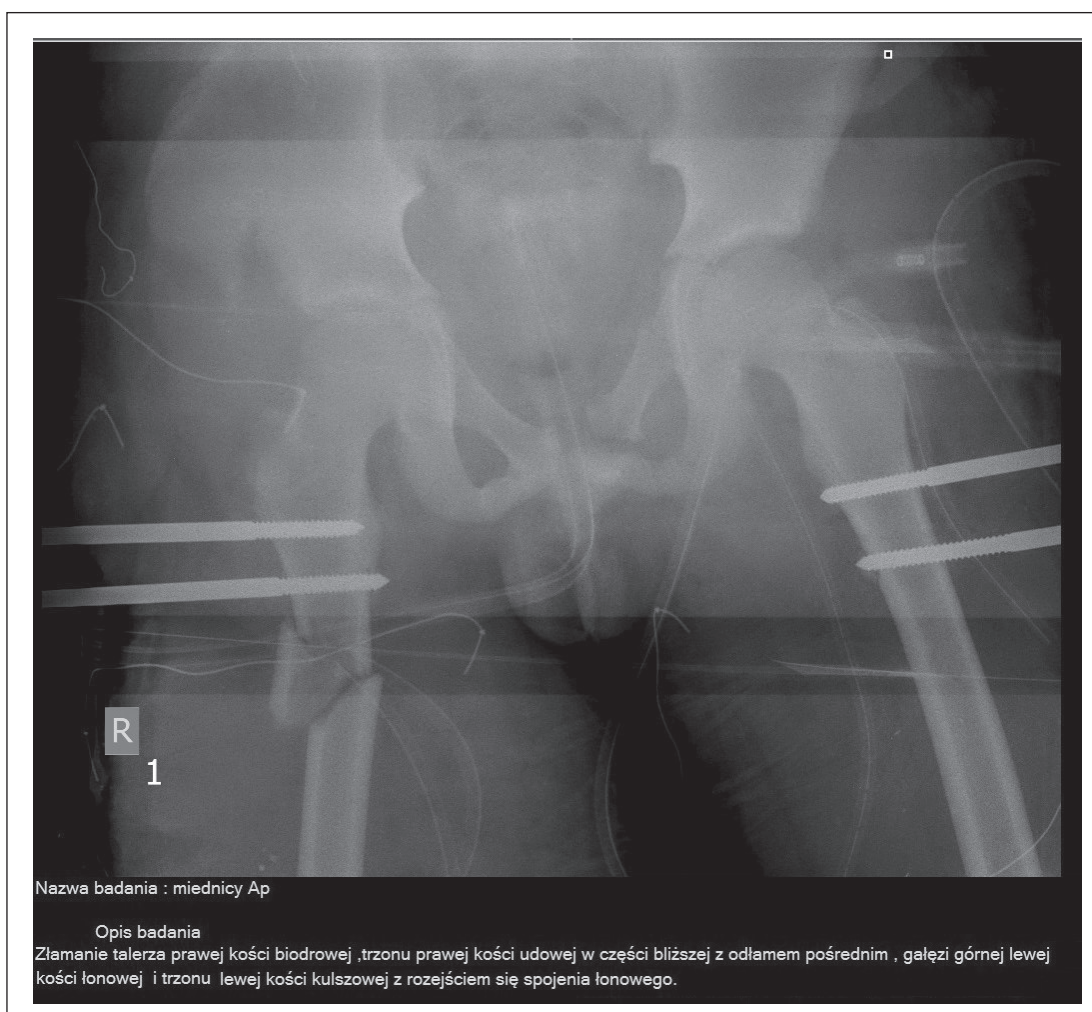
X-ray after the accident
